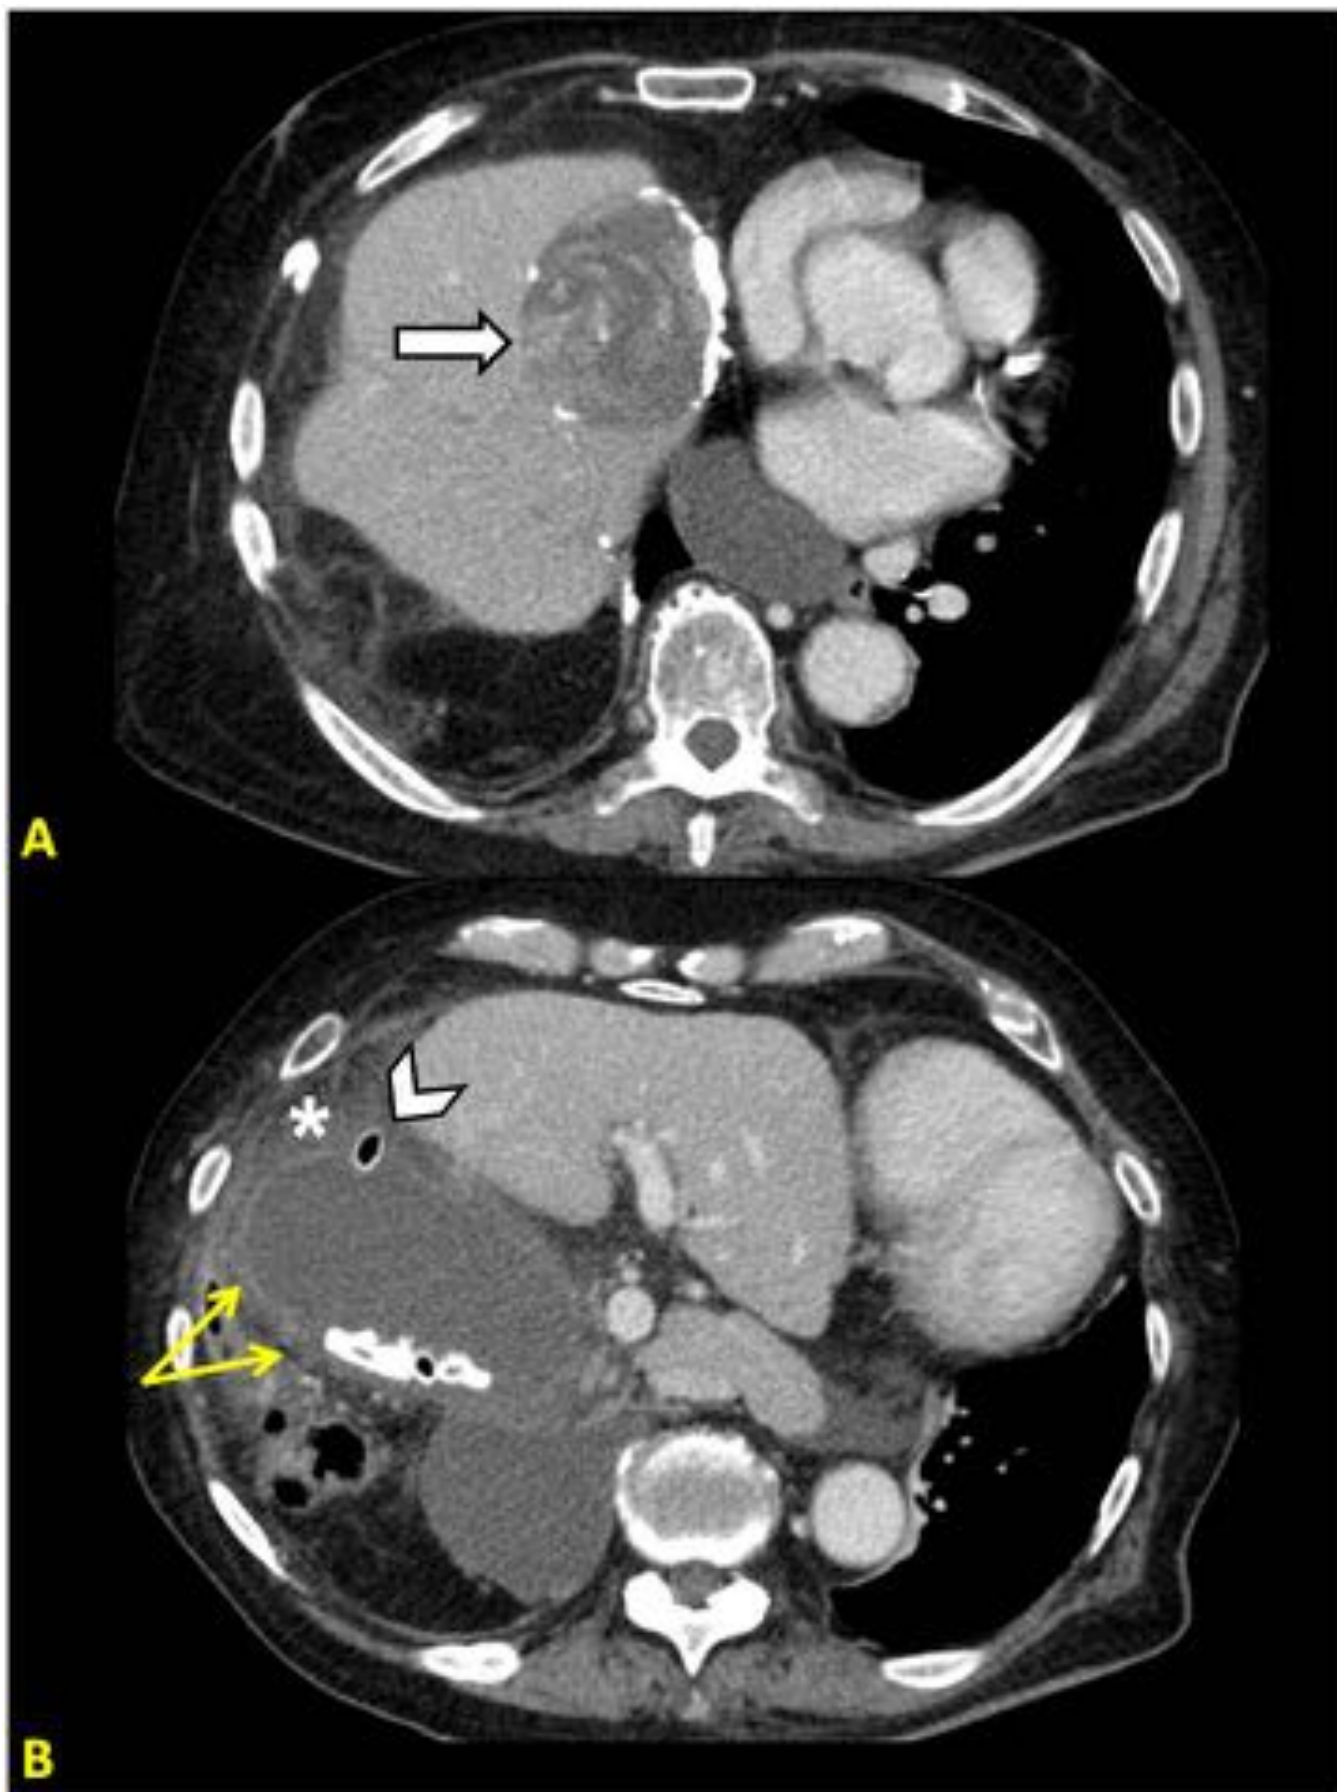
Uso del TC complementario: Paciente con sospecha de CA perforada en ecografía previa (no mostrada). El TC abdominopélvico en fase portal reveló vesícula litiásica distendida (flecha blanca en A), con realce irregular de la mucosa (flecha doble amarilla) y defecto en la pared secundaria a perforación, con salida de litiasis al exterior (cabeza de flecha), rodeada de líquido perivesicular (asterisco) e inflamación de la grasa adyacente y ángulo hepático del colon por contigüidad.
